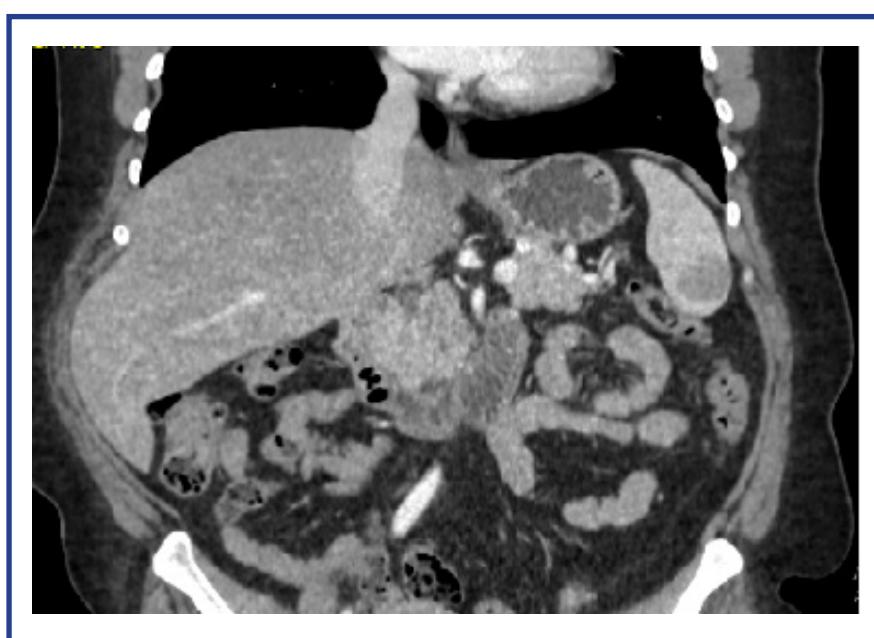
Tomografia de abdome com presença de nódulo esplênico descartado pela seta.
